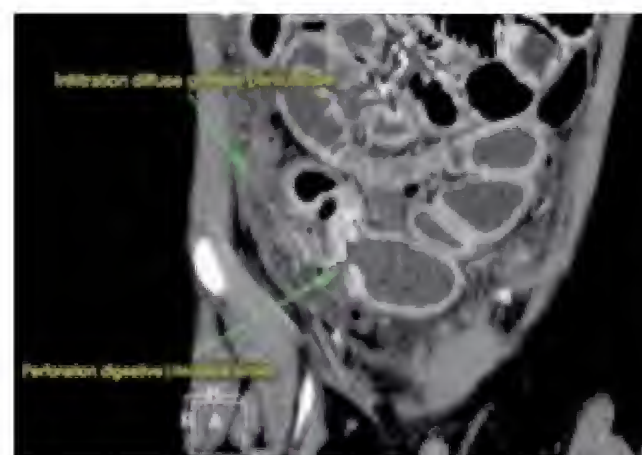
Tomodensitométrie (TDM) : péritonite avec perforation iléale en amont d'une sténose de la dernière anse grêle au cours d'une MC (cliché du Dr Bertrand Bruneau, CHU de Rennes).
